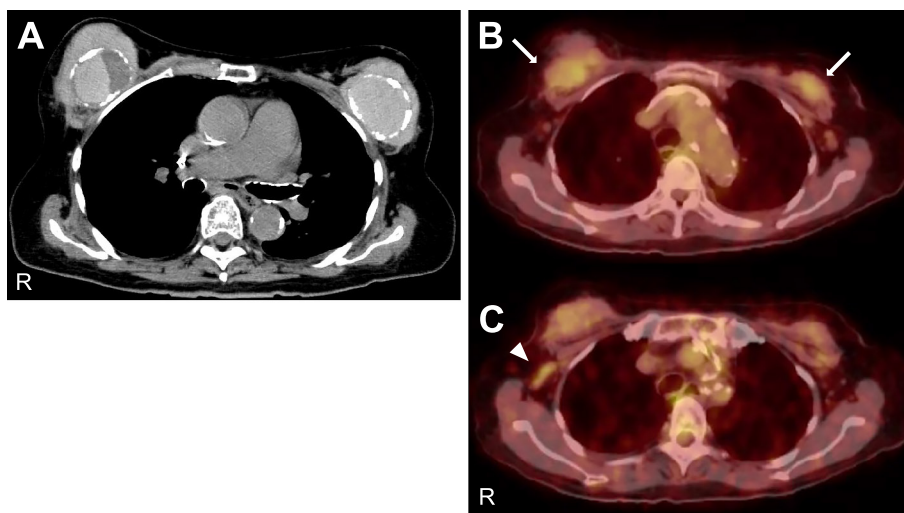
Chest CT and FDG (^{18}F -fluorodeoxyglucose)-PET (positron emission tomography) images. Chest CT showed silicone implants encapsulated by calcification and soft tissue proliferation on both sides of the breasts (A). FDG-PET showed increased uptake in the soft tissue around the silicone implants (B, arrows) and the right axillary lymph node (C, arrowhead).
